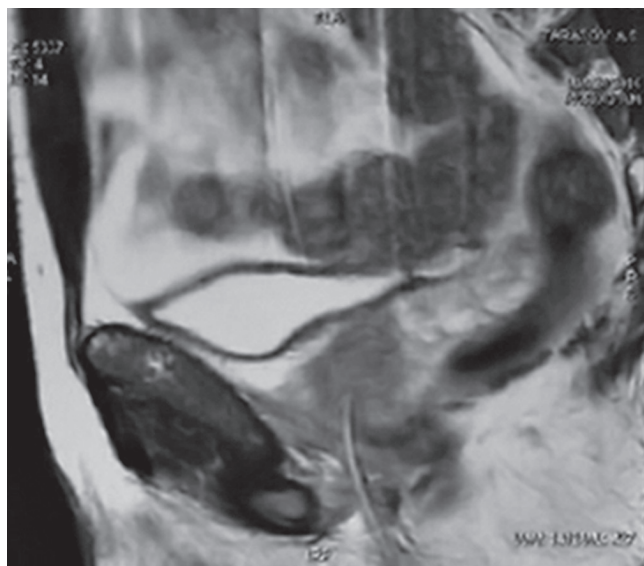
Пациент Т. Магнитно-резонансная томограмма органов малого таза
